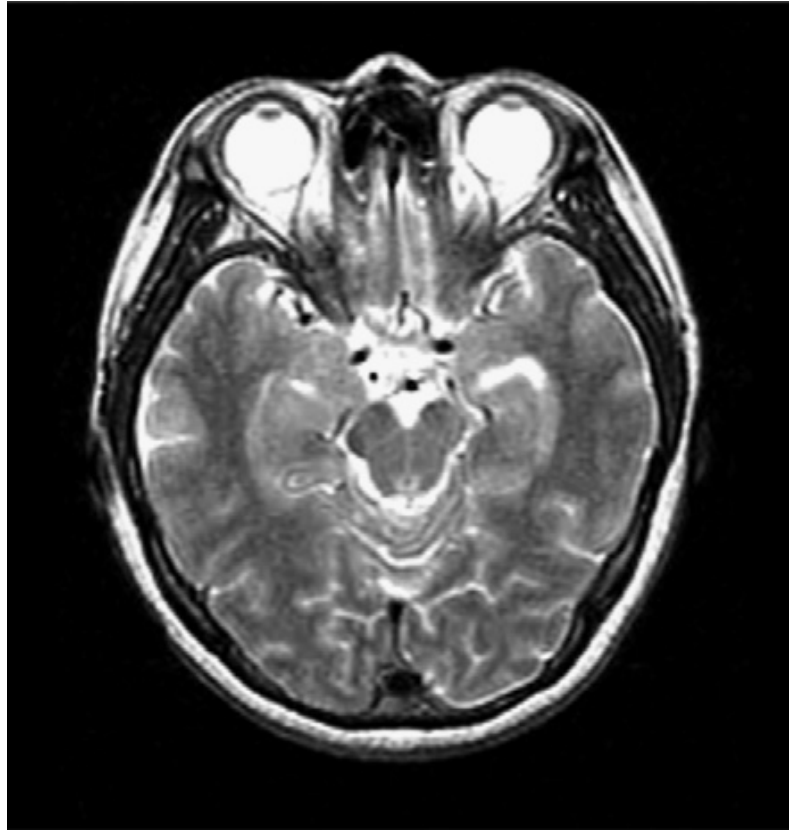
IRM post-opératoire en coupe axiale T2 chez un patient opéré pour un HSDC hémisphérique droit avec un syndrome de Kernohan (pré-opératoire). Il n'existe aucune anomalie de signal au niveau du mésencéphale [90]
